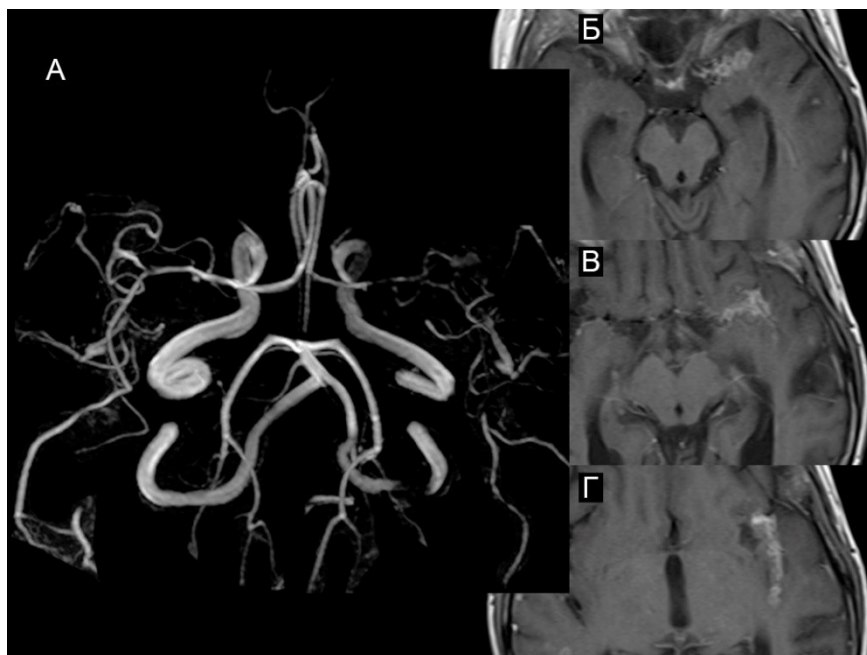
МРТ пациента А. 34 лет с туберкулезным васкулитом. А – времяпролетная ангиография. Выявлена асимметрия сигнала от тока крови по средним мозговым артериям с двух сторон, участки сужения левой средней мозговой артерии (СМА). Б, В, Г – постконтрастные Т1ВИ в аксиальной проекции на разных уровнях, периваскулярно левой СМА определяется неравномерное накопление контрастного вещества.
